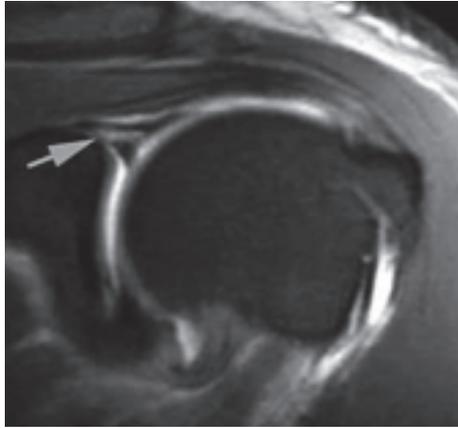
Immagine artro-RM SE-T1 pesata che evidenzia una fissurazione (freccia) all'ancoraggio del tendine del capo lungo del bicipite omerale per lesione SLAP tipo 2.
